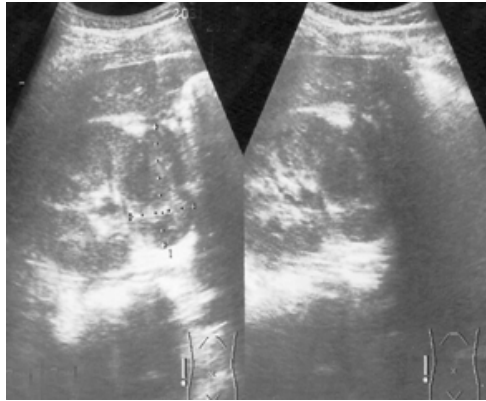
Ecografía con imagen compleja en el polo inferior del riñón derecho
